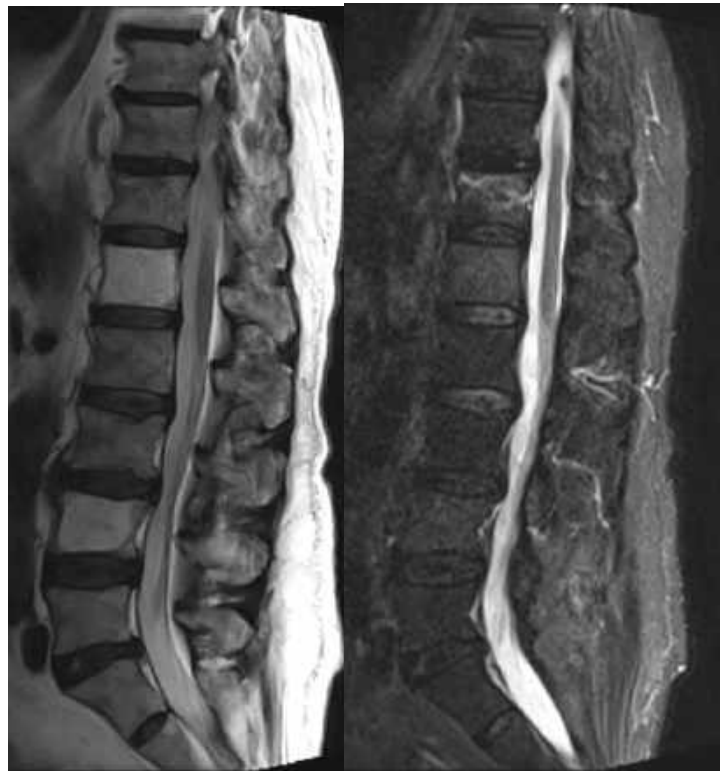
Спостереження №105, пацієнт К-ик, 65 років, історія хвороби №17/6/170. МРТ День отримання травми та початку больового синдрому. Відмічені мінімальна деформація Th12 хребця за рахунок вдавнення верхньої замикальної пластинки, помірний набряк кісткового мозку у верхніх відділах хребця.
